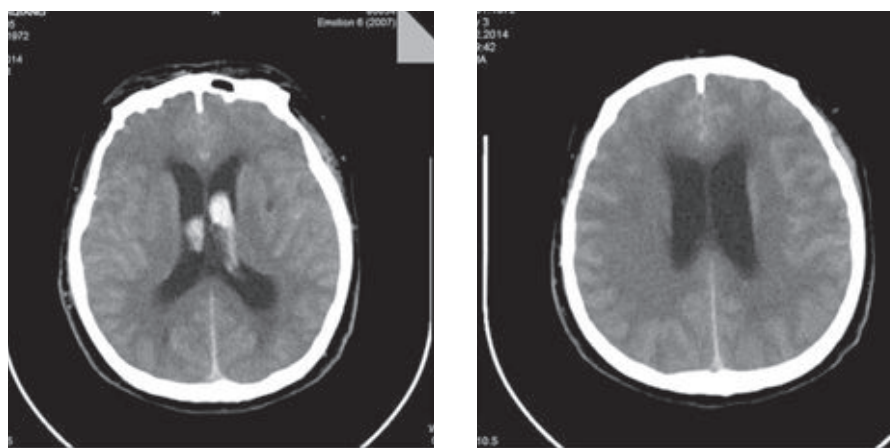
МСКТ головного мозга: окклюзионная гидроцефалия в желудочках.
